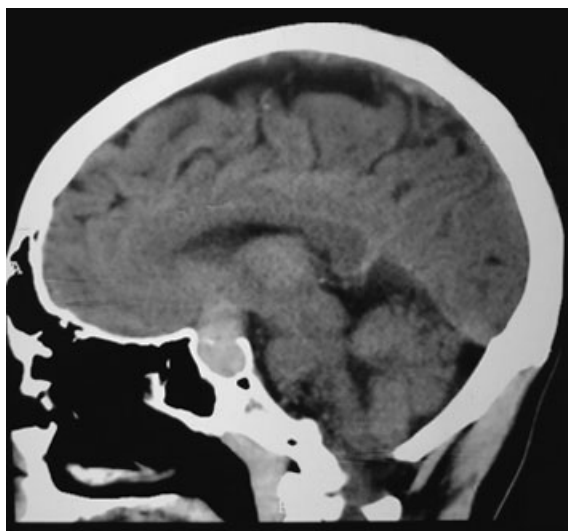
Corte sagital de tomografía computarizada simple de paciente con presencia de macroadenoma de pituitaria
